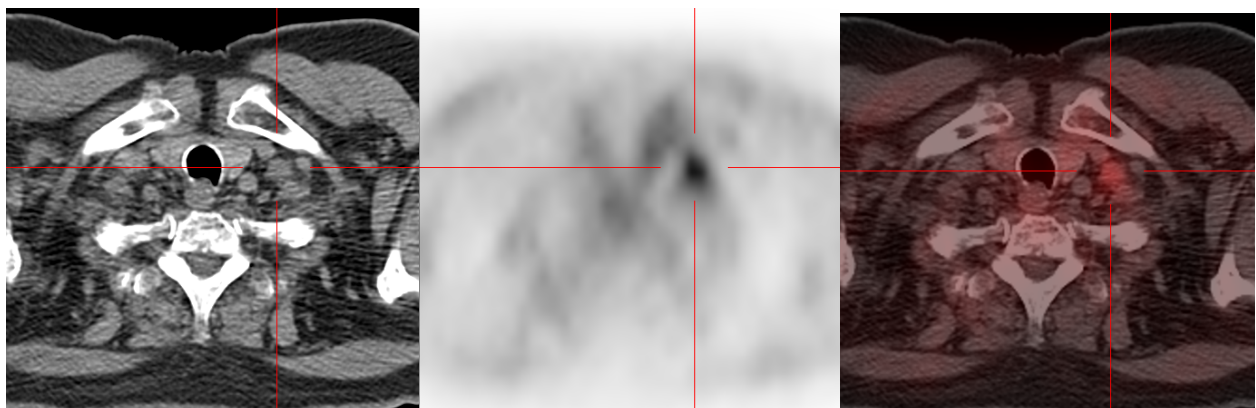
PET-CT ¹⁸F-Colina que muestra adenopatía supraclavicular izquierda, de 1,5cm y SUV_{máx} 7,0. El estudio histológico (PAAF) fue compatible con metástasis de adenocarcinoma.
